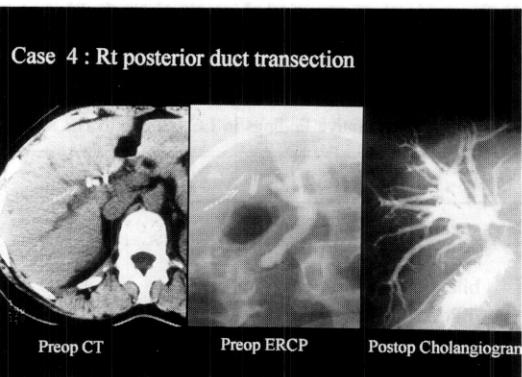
In this case, rt. posterior duct was transected and clipped during LC. CT and ERCP showed the clips and dilated rt. posterior IHD. Rt. posterior hepaticojejunostomy was done.
